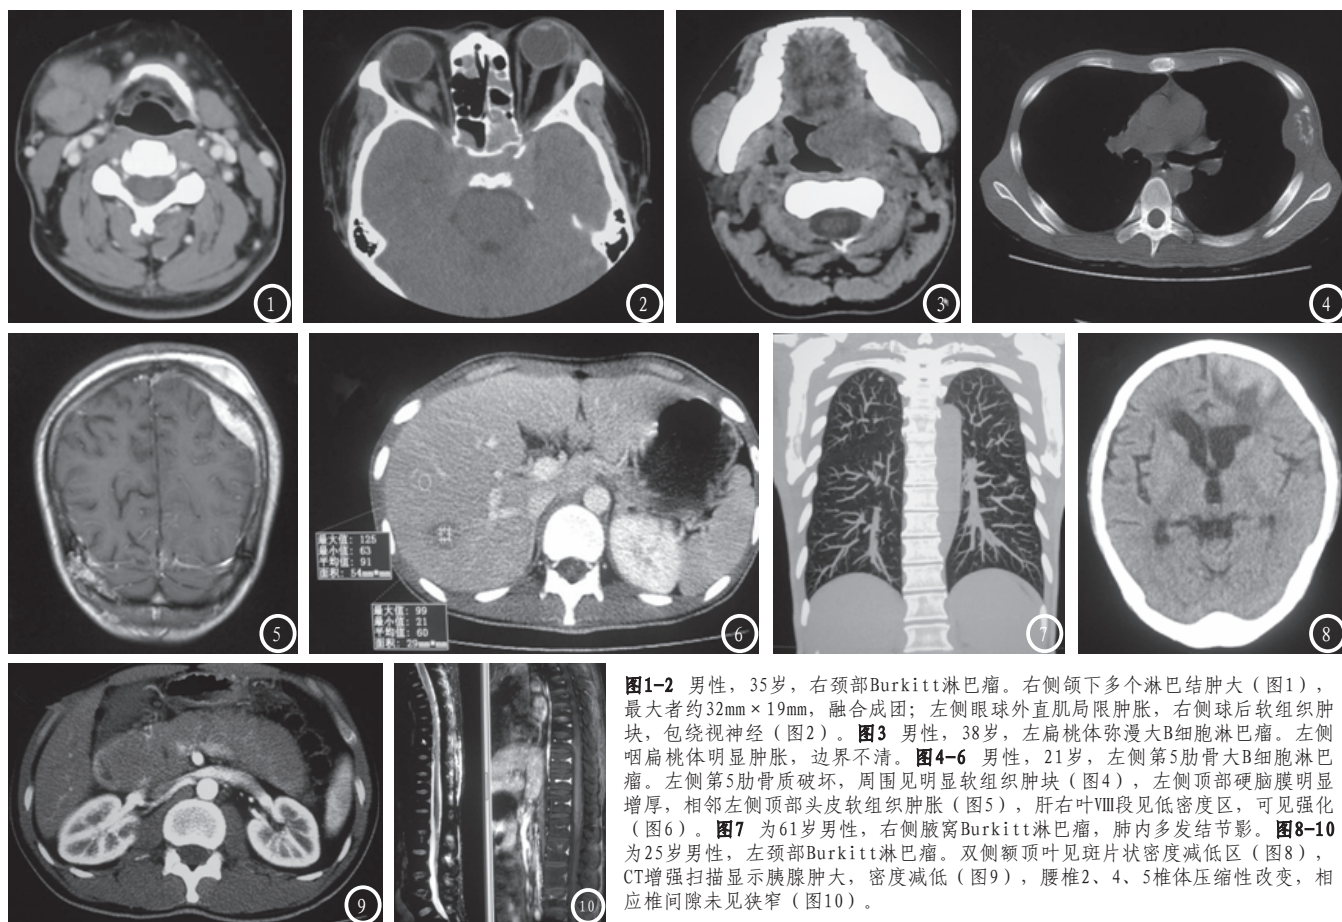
男性, 35岁, 右颈部Burkitt淋巴瘤。右侧颌下多个淋巴结肿大(图1), 最大者约32mm×19mm, 融合成团; 左侧眼球外直肌局限肿胀, 右侧球后软组织肿块, 包绕视神经(图2)。图3 男性, 38岁, 左扁桃体弥漫大B细胞淋巴瘤。左侧咽扁桃体明显肿胀, 边界不清。图4-6 男性, 21岁, 左侧第5肋骨大B细胞淋巴瘤。左侧第5肋骨骨质破坏, 周围见明显软组织肿块(图4), 左侧顶部硬脑膜明显增厚, 相邻左侧顶部头皮软组织肿胀(图5), 肝右叶VIII段见低密度区, 可见强化(图6)。图7 为61岁男性, 右侧腋窝Burkitt淋巴瘤, 肺内多发结节影。图8-10 为25岁男性, 左颈部Burkitt淋巴瘤。双侧额顶叶见斑片状密度减低区(图8), CT增强扫描显示胰腺肿大, 密度减低(图9), 腰椎2、4、5椎体压缩性改变, 相应椎间隙未见狭窄(图10)。
